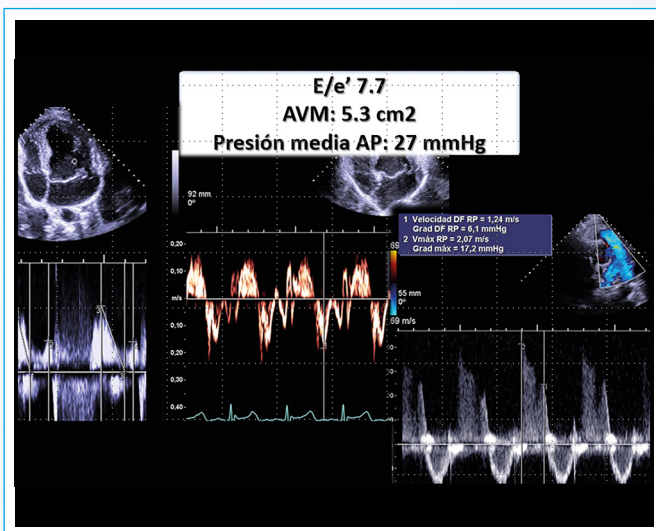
Valoración hemodinámica por Doppler, confirmando hipertensión pulmonar (27 mmHg, estimando una presión venosa central de 10 mmHg)
